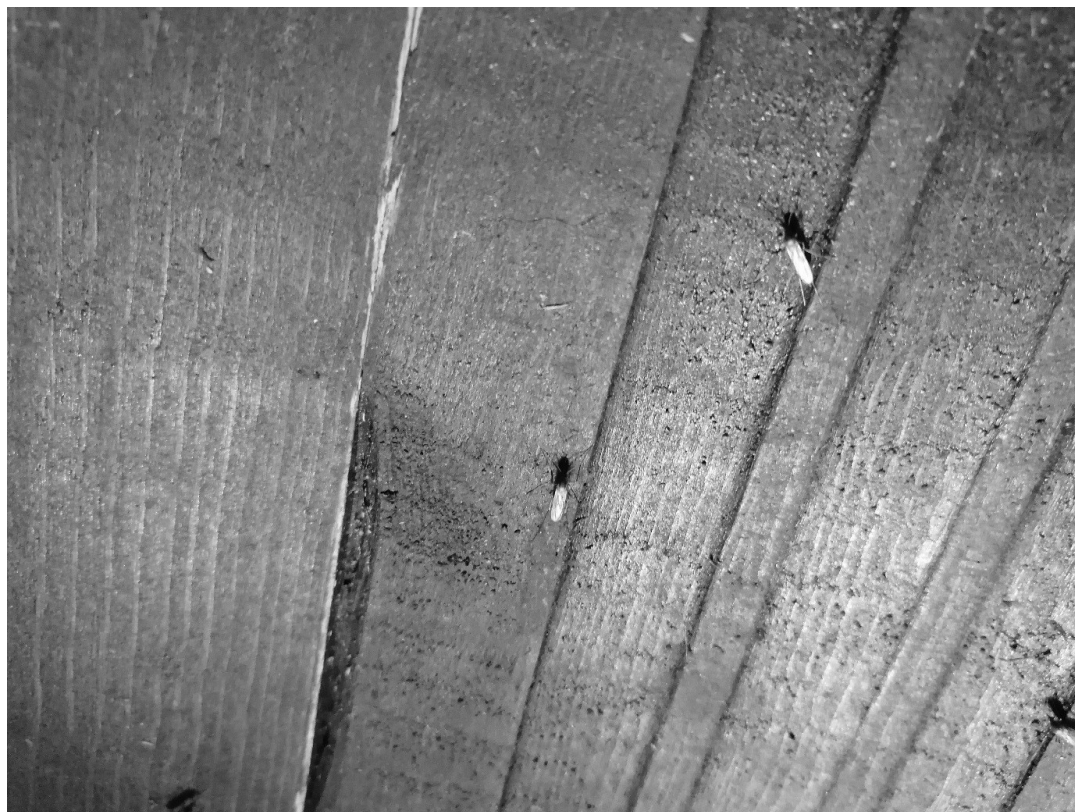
Диапаузирующие самки *Cx. pipiens* в погребе усадьбы на хуторе Сахарный, Среднеахтубинский район Волгоградской области, 2020 г.
